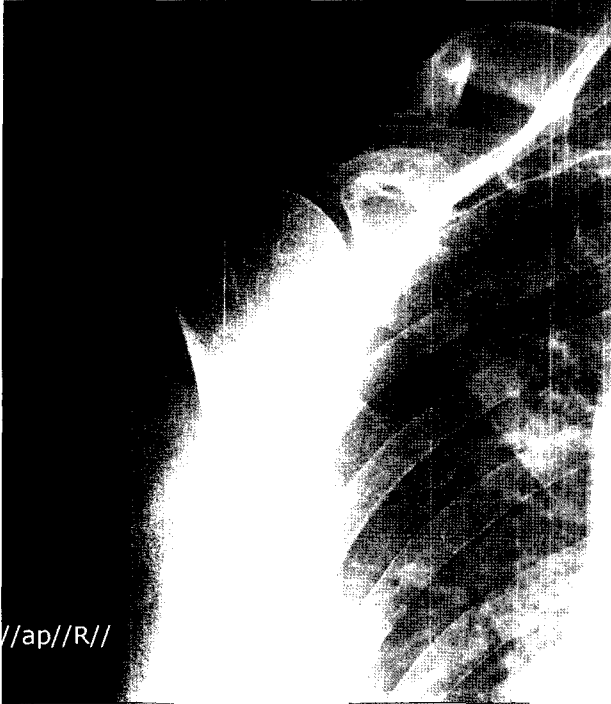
Radiographs showed soft tissue mass in the region of the proximal humerus without soft tissue calcifications.
